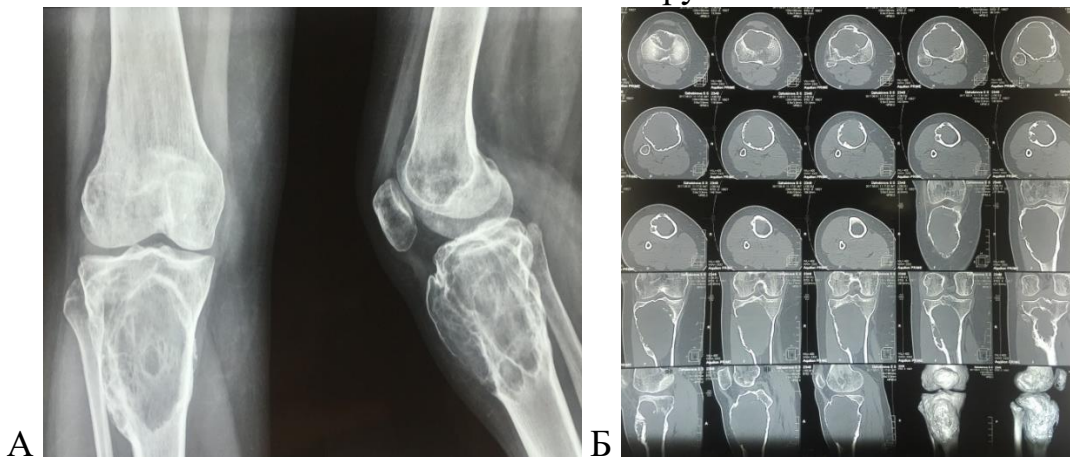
Рентгенограммы и КТ пациентки 25 лет с ГКО проксимального отдела большеберцовой кости: А – до операции; Б – предоперационный КТ-снимок проксимального отдела большеберцовой кости, осуществлен контроль объема внекостного компонента и целостности суставной поверхности; В – выполнена внутритриочаговая резекция с последующей пластикой костным цементом и армирующий остеосинтез наkostной блокируемой пластиной
